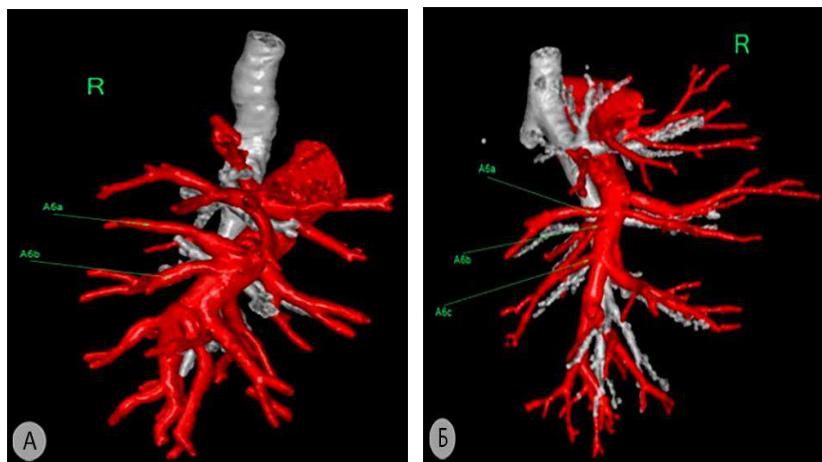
Нетипичные варианты архитектоники артерий к задней зоне правого лёгкого (3D-реконструкция МСКТ-АГ) а – две верхнезональных артерии; б – три верхнезональных артерии. A^{6a} – верхняя субсегментарная артерия; A^{6b} – латеральная субсегментарная артерия; A^{6c} – медиальная субсегментарная артерия
